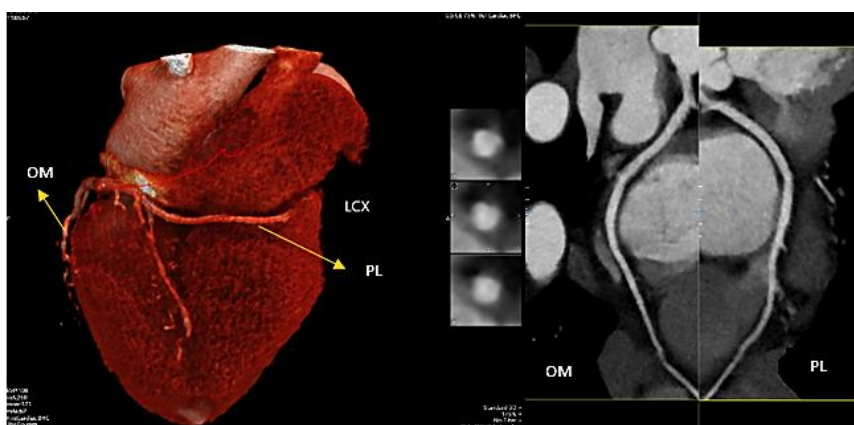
Angiotomografía coronaria: Izquierda: Se evidencia la arteria circunfleja con presencia de la arteria obtusa marginal OM, arteria posterolateral PL. Derecha: Ausencia de estenosis en OM y PL anterior, TCI: Tronco coronario izquierdo. Derecha: Ausencia de estenosis en LAD.
